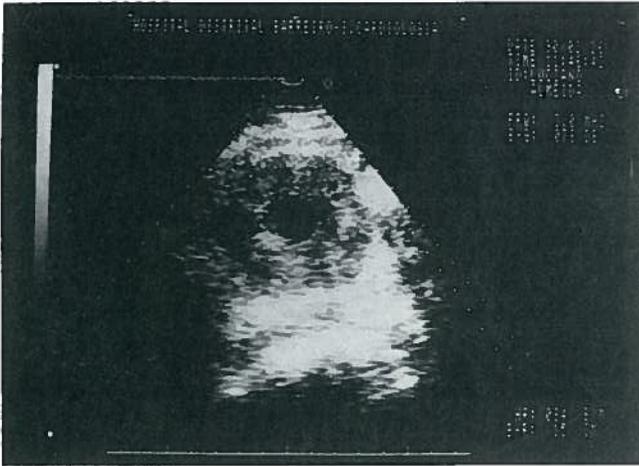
Ecografia renal — Tumor sólido com centro necrótico e com 7cm de diâmetro a nível do polo inferior do rim direito.
